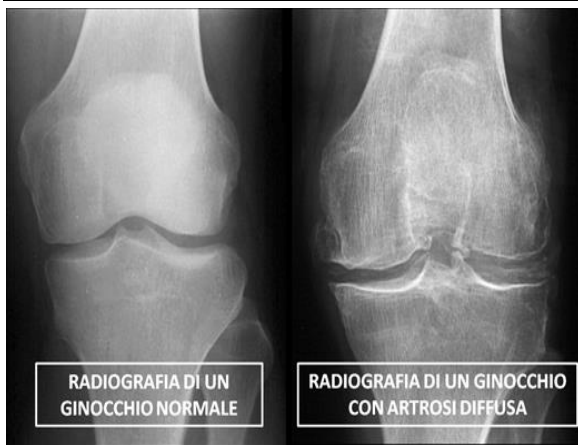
Confronto tra una radiografia di un ginocchio sano (a sinistra) e uno con artrosi (a destra)
